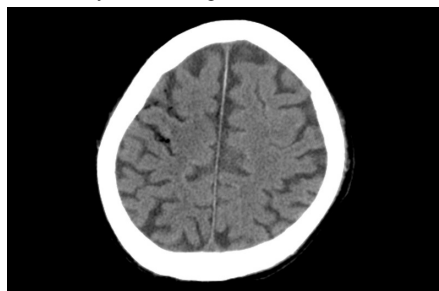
CT of brain showed intracranial air that was distributed in the area supplied by the right middle cerebral artery.
